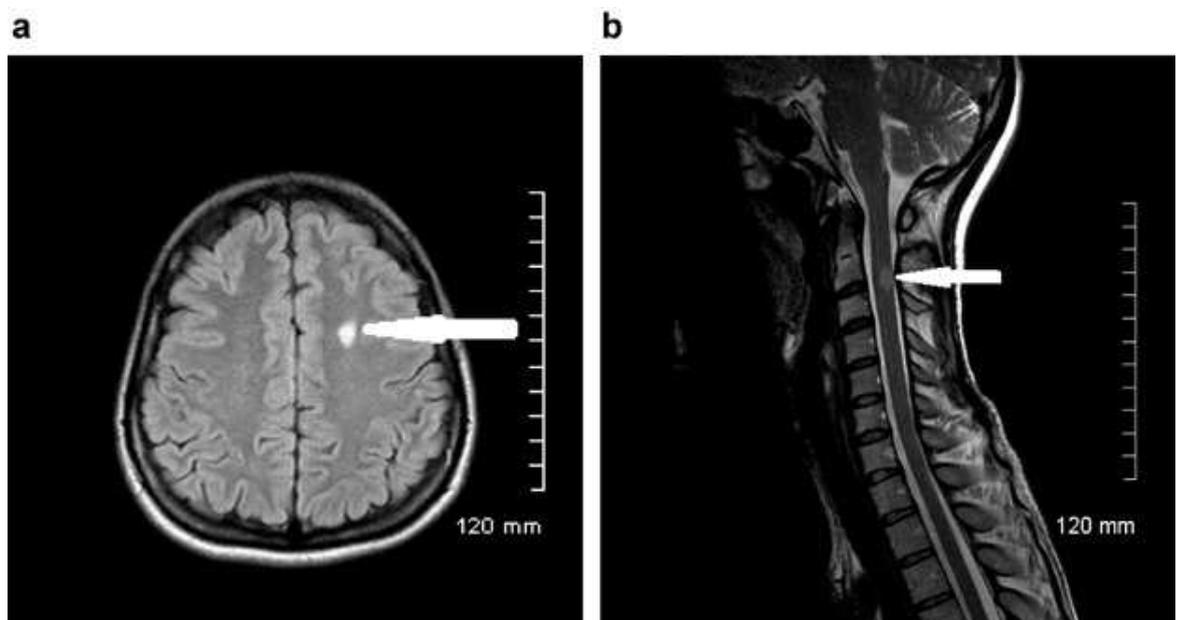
(a, b) Lésions typiques de SEP en IRM.
